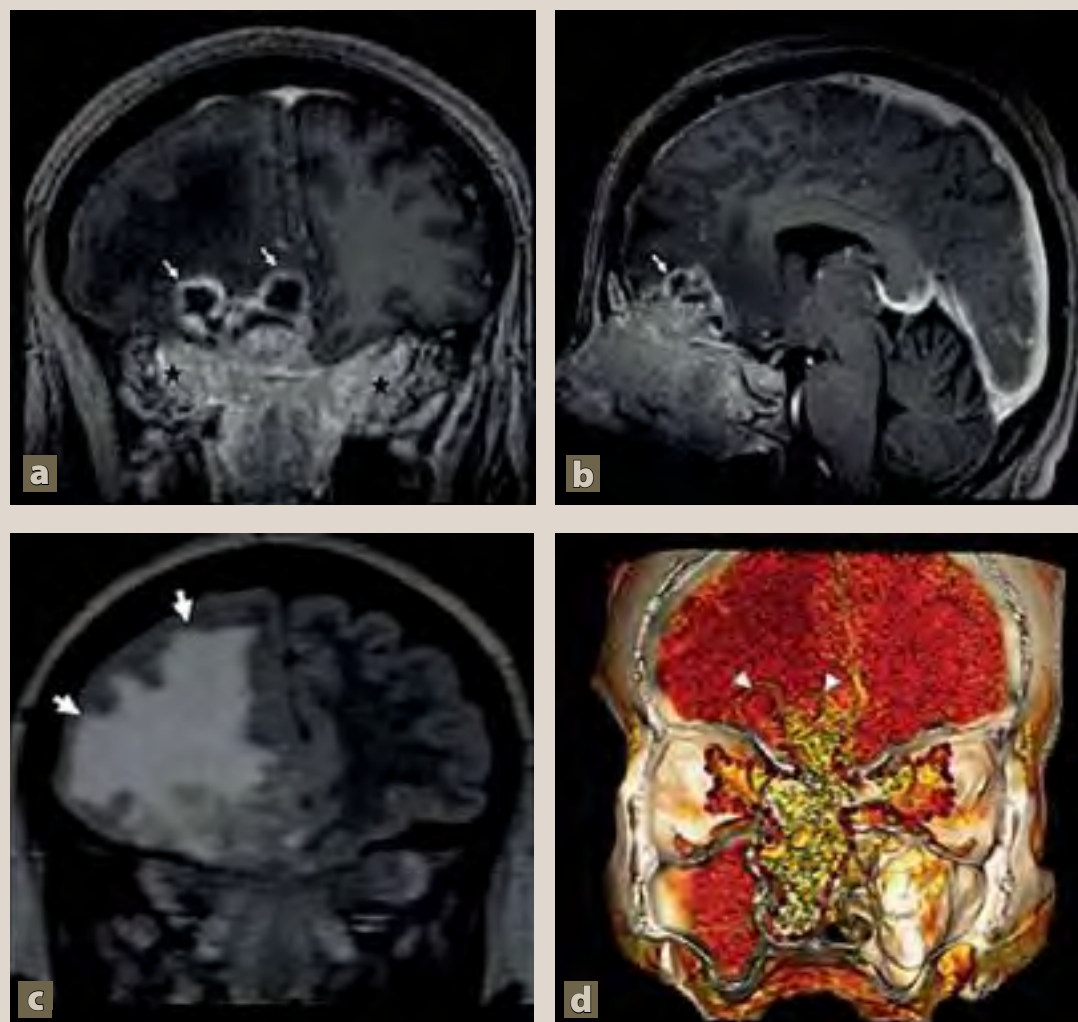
Tumor nasal con extensión intracraneal. a) y b) Resonancia magnética (RM) en T1 + Gd, cortes coronal y sagital, mostrando el tumor nasal con extensión intraorbitaria bilateral (asteriscos) y realce homogéneo intenso, así como extensión intracraneal en forma de imágenes quísticas con realce en anillo (flechas delgadas). c) RM en T2 FLAIR, corte coronal que evidencia un extenso edema vasogénico en el lóbulo frontal derecho (flechas gruesas). d) Reconstrucción 3D del tumor nasal, mostrando extensión intracraneal (cabeza de flecha) y a las fosas nasales (puntos rojos).
